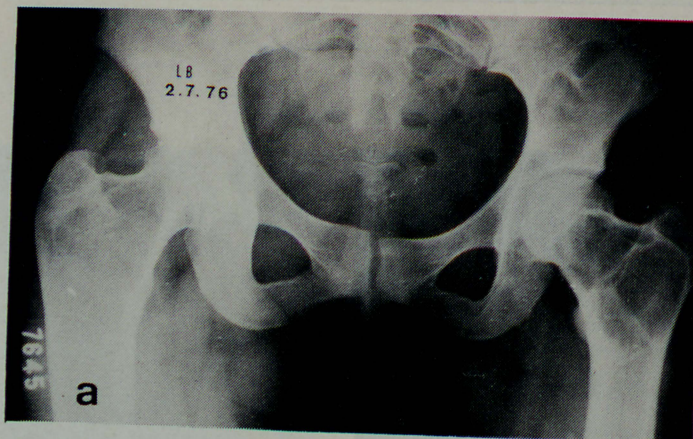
Radiografia inicial do caso 1. Lesões características de displasia fibrosa, coxa vara de 80°, fratura patológica do colo. FIGURA 1-b. Radiografia de controle do caso 1, aos 86 dias de pós-operatório, com sinais de consolidação incipiente da osteotomia e da fratura; ângulo; cervico-diafisário de 114° FIGURA 1-c. Radiografia de controle do caso 1, um ano após a cirurgia, com osteotomia e fratura consolidadas, mantendo o ângulo cervico-diafisário em 114°
